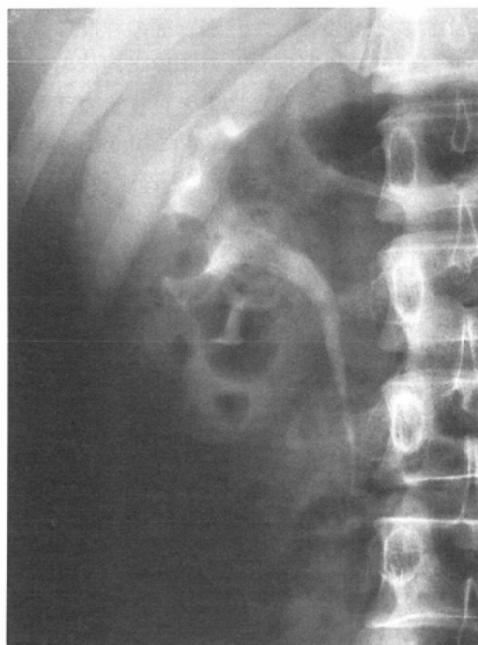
Excretory urography after PNL with forceps shows improvement of hydronephrosis. No residual stones were seen in the plain radiograph (not shown).
